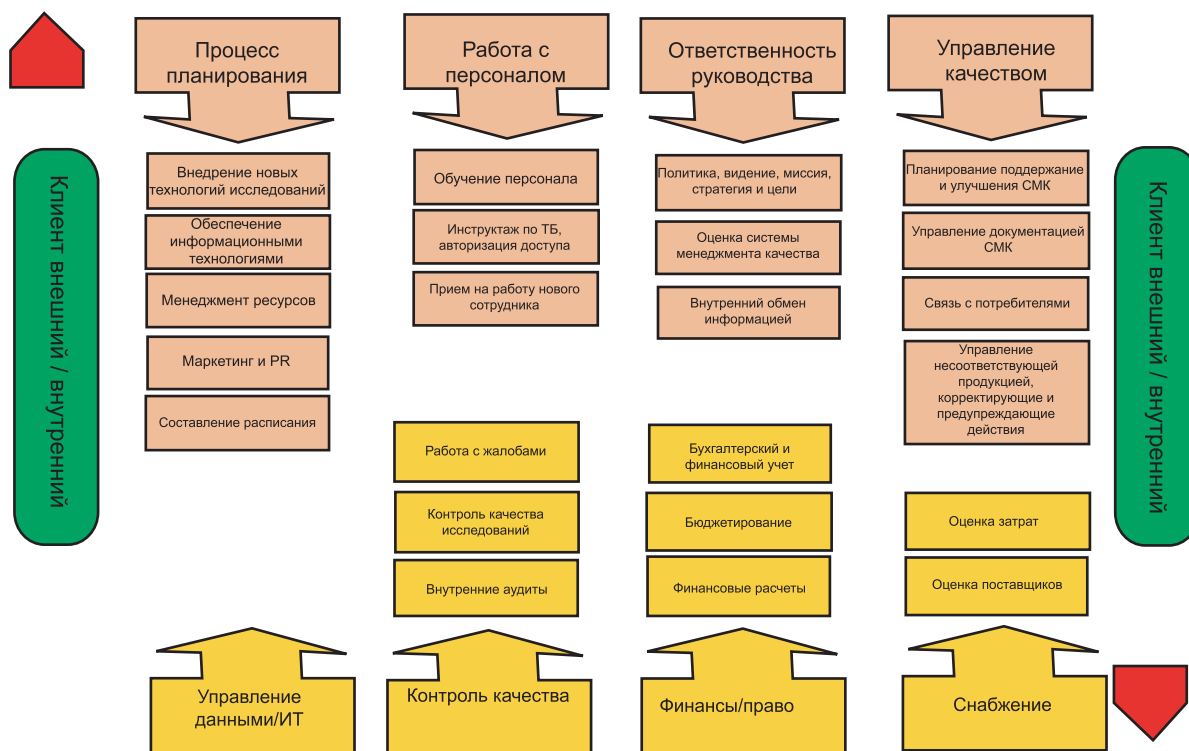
Управленческие и вспомогательные процессы в работе отделения МРТ.
